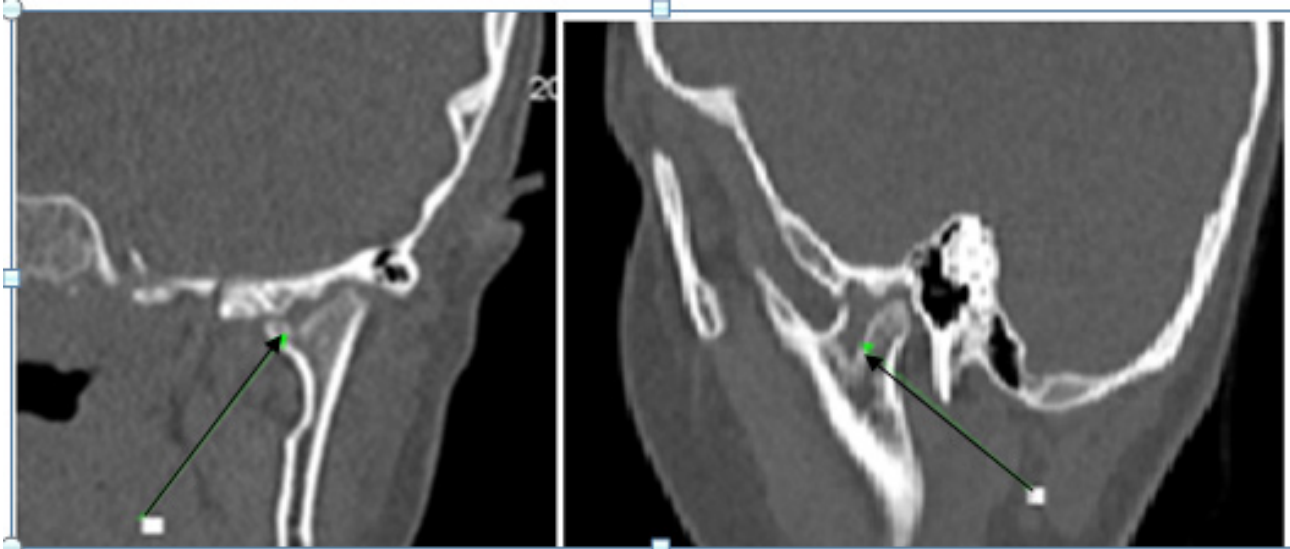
КТ больного А., 61 лет. (А- корональный срез, Б-сагиттальный срез). Выраженные эрозивные изменения по внутренне-передней поверхности головки мыщелка нижней челюсти слева и деструктивные изменения суставной ямки височной кости.
